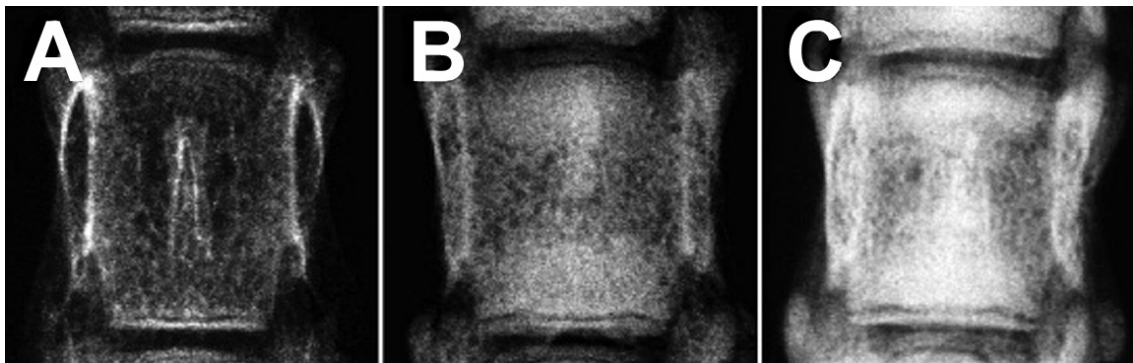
Progressive Osteopetrose bei *c-src*^{-/-} Mäusen (lumbale Wirbelsäule (LWK 3) a-p-Strahlengang, Kontaktradiographie, Vergrößerung: 10x) A. Wildtyp 16 Wochen; B. *c-src*^{-/-} 16 Wochen; C. *c-src*^{-/-} 24 Wochen.
